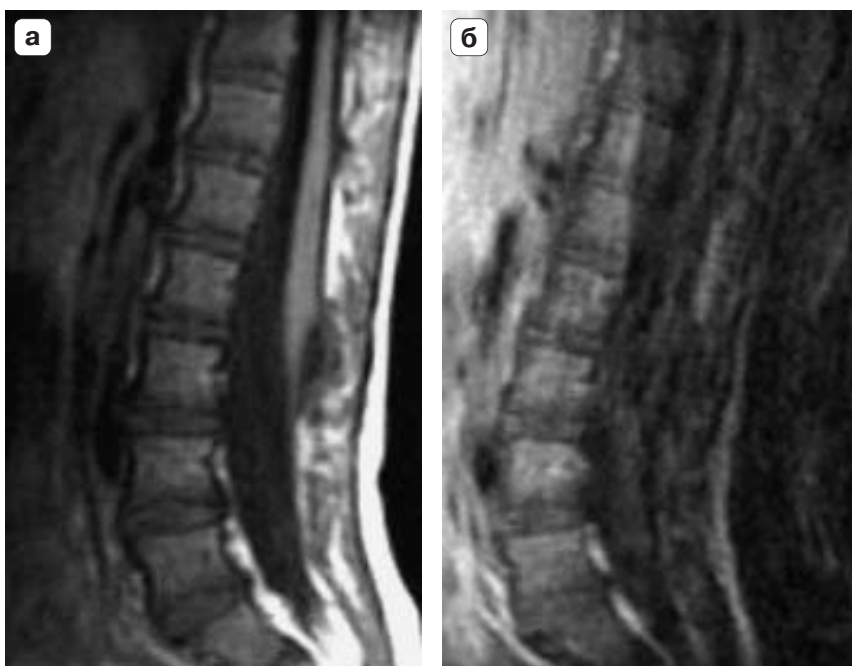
Пациент М., 2002 г.р. Впервые выявленная врожденная спинномозговая грыжа пояснично-крестцового отдела. Четко дифференцируются элементы содержимого грыжи (миеломенингоцеле). Подвижность спинного мозга по данным УЗИ на уровне грыжевого мешка минимальна.*
